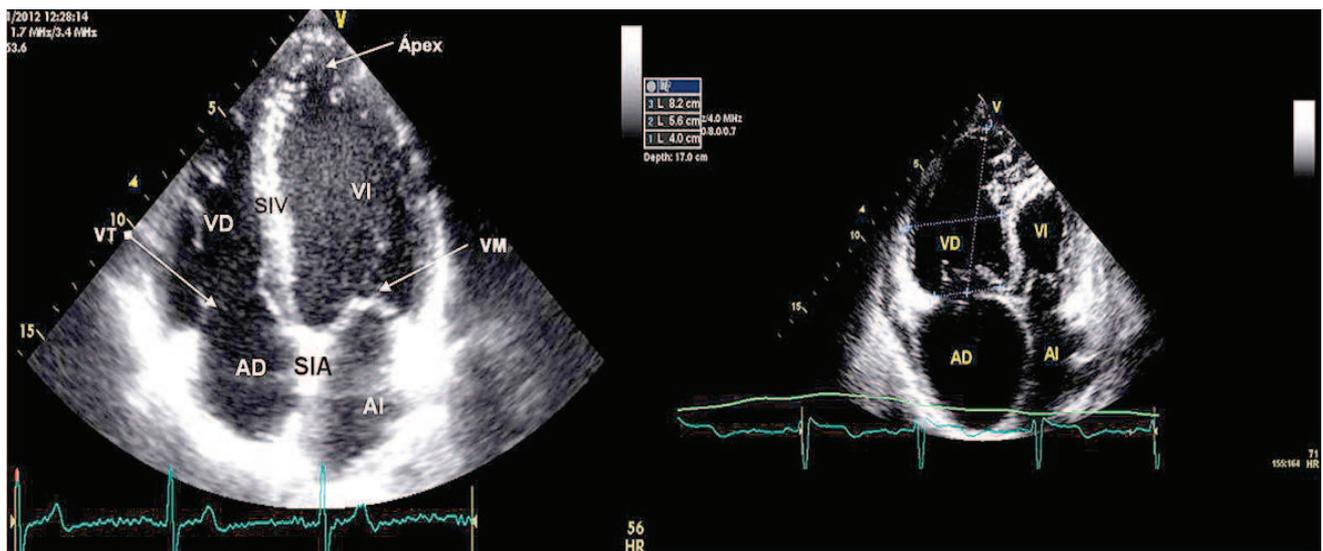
El panel de la izquierda corresponde a un ecocardiograma bidimensional en una proyección apical 4 cámaras donde se evidencia un corazón normal, siendo el tamaño del VD menor que el VI. A la derecha, se aprecia unas cavidades derechas severamente dilatadas con desplazamiento de los tabiques por la sobrecarga de presión. AD: aurícula derecha; SIA: septo interauricular; SIV: septo interventricular; AI: aurícula izquierda; VM: válvula mitral.
